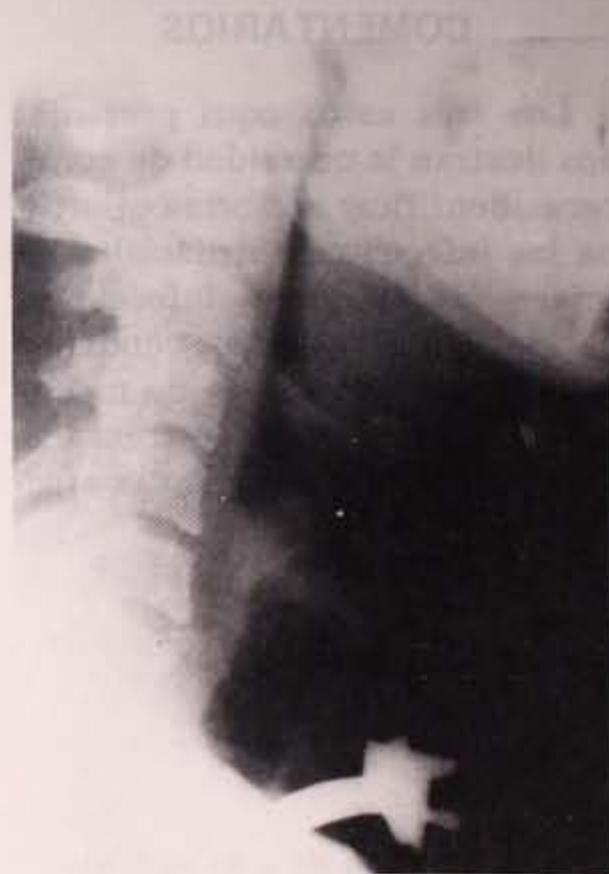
Radiografía lateral de cuello con sonda de traqueostomía en posición.
